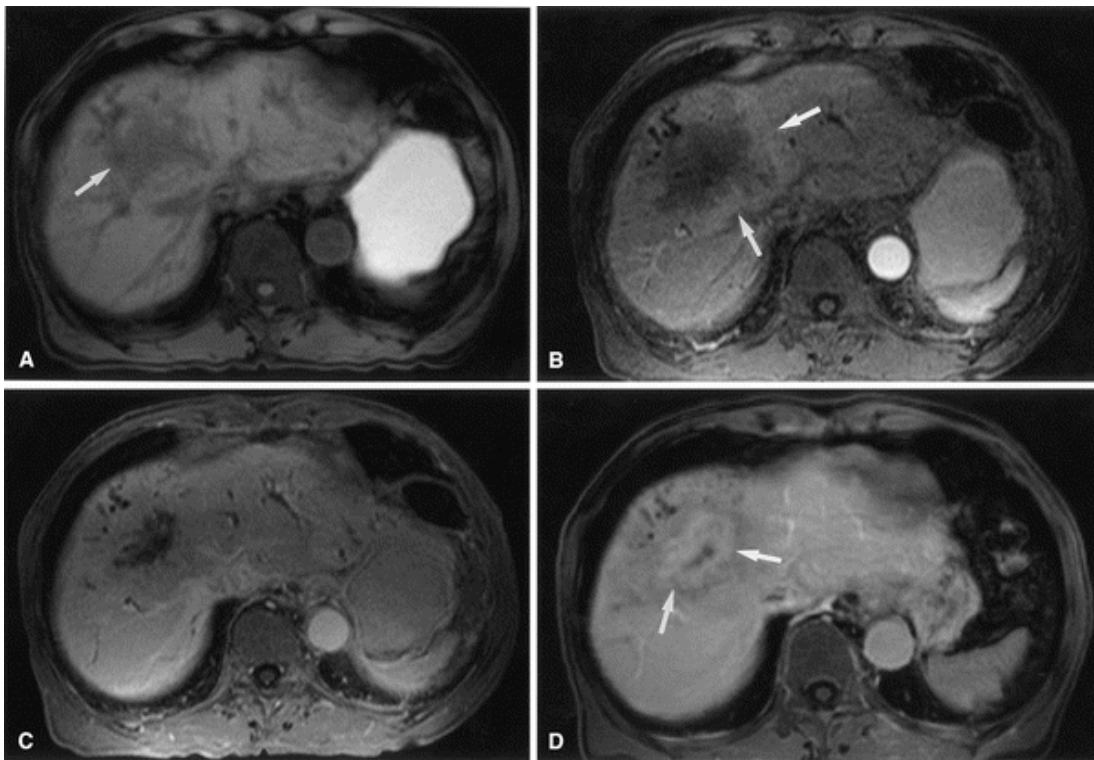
A* T1-gewichtetes MRT-Bild zeigt eine unregelmäßige begrenzte Masse im rechten Leberlappen. *B* Nach der Verabreichung des Kontrastmittels erscheint eine randständige Verstärkung des Kontrastes. *C* Progrediente zentrale Füllung des Tumors mit Kontrastmittel. *D* Vollständige zentrale Füllung des Tumors mit Kontrastmittel in der Spätphase (ca. eine Stunde nach Verabreichung des Kontrastmittels). Aus „Imaging of intrahepatic and hilar cholangiocarcinoma“ B. I. Choi et al. [41]
